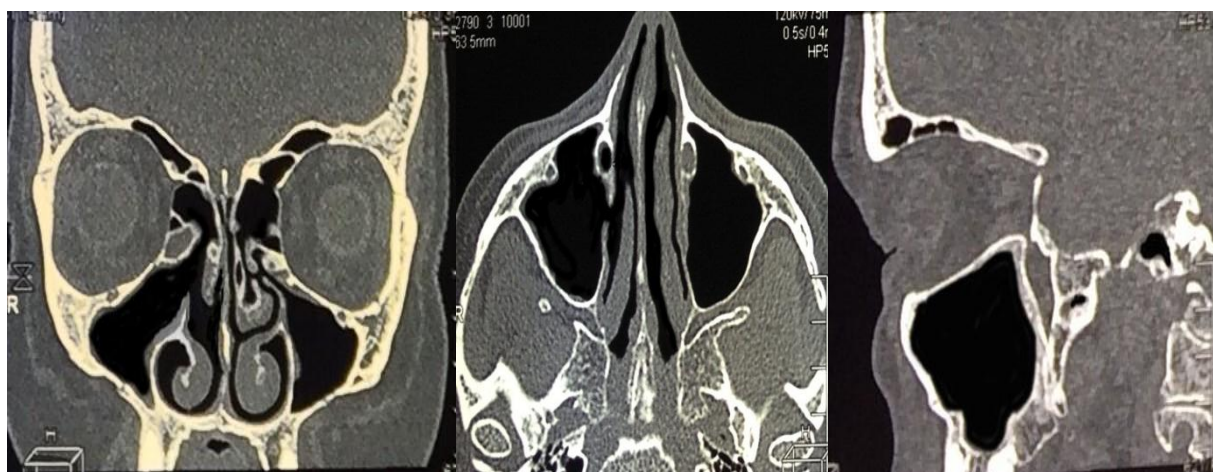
МСКТ ОНП во фронтальной, аксиальной, сагиттальной проекциях после операции. Правая ВЧП санирована, соустье в среднем носовом ходе свободно проходимо
